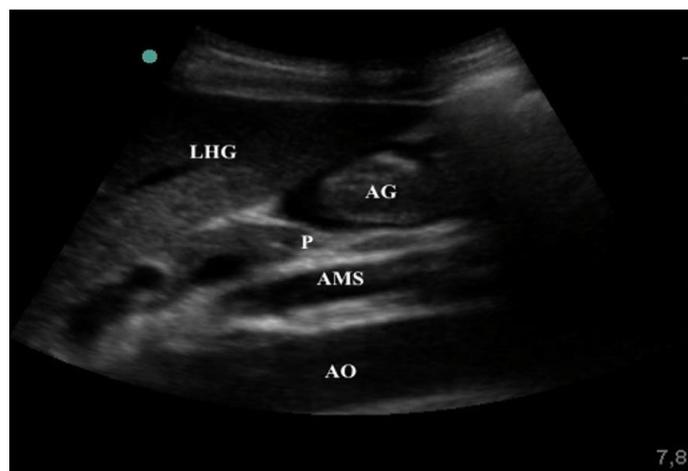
Rapports anatomiques de l'antra gastrique permettant de définir le plan de coupe sagittal standardisé pour l'évaluation du contenu gastrique à l'aide de l'échographie antrale. AG: antra gastrique ; AMS: artère mésentérique supérieure ; AO : aorte ; LHG : lobe hépatique gauche ; P : pancréas(66)*
